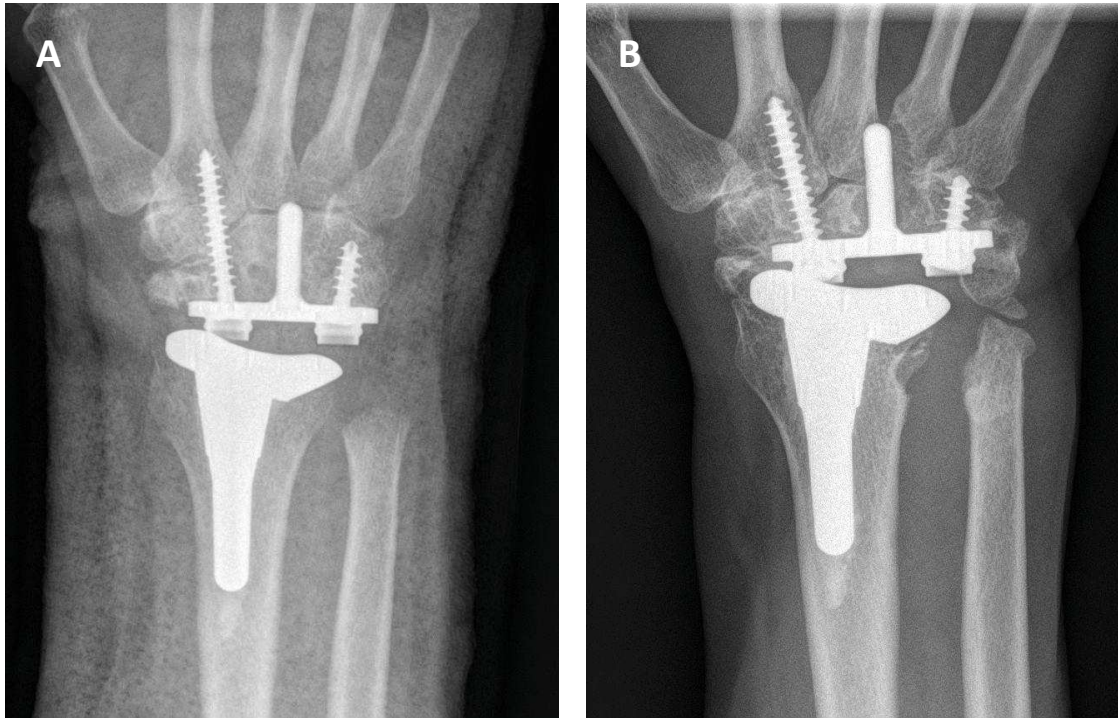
(A) Radiografía 3 semanas después de PTM. (B) El mismo implante cinco años después de la operación que muestra signos de reabsorción ósea en las zonas radiales 1, 4, 5, alrededor del segundo tornillo MTC (zona carpiana 4), el vástago central del componente carpiano (zona carpiana 3) y hundimiento simétrico de la placa carpiana (cortesía del Dr. Martínez Villén).
